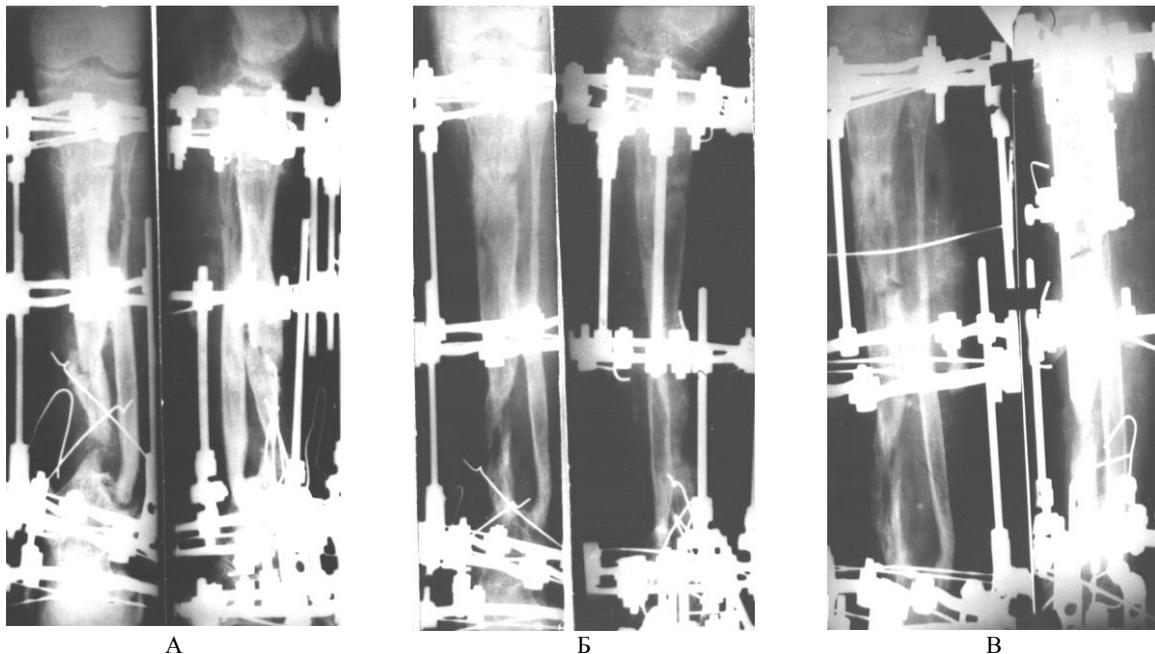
Рентгенограммы больной П., 12 лет, в процессе замещения дефекта
